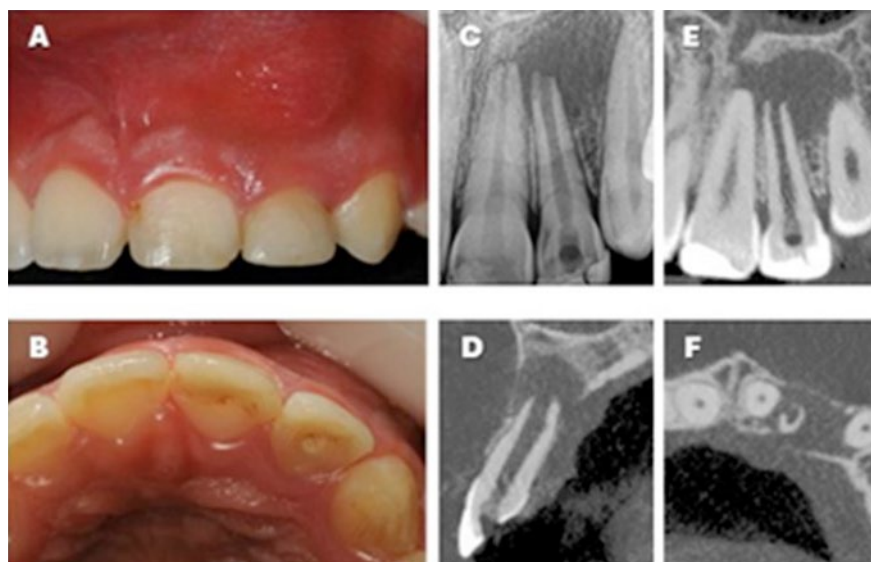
(A) Edema en la mucosa alveolar vestibular de la pieza 2.2 (fotografía clínica). (B) Vista oclusal, restauración provisoria en pieza 2.2 (fotografía clínica). (C) Radiografía periapical inicial. (D) CBCT corte sagital. (E) CBCT corte coronal. (F) CBCT corte axial.
